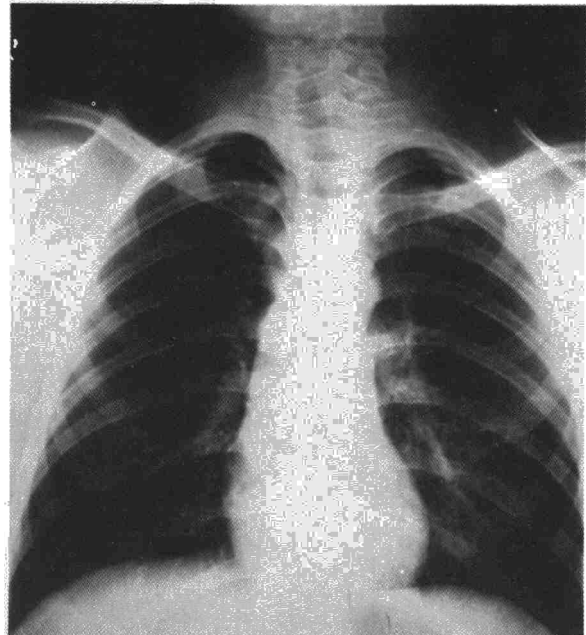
Radiografía posteroanterior de tórax mostrando un aumento de la transparencia del pulmón derecho con disminución del árbol vascular y del hilio de este lado.
